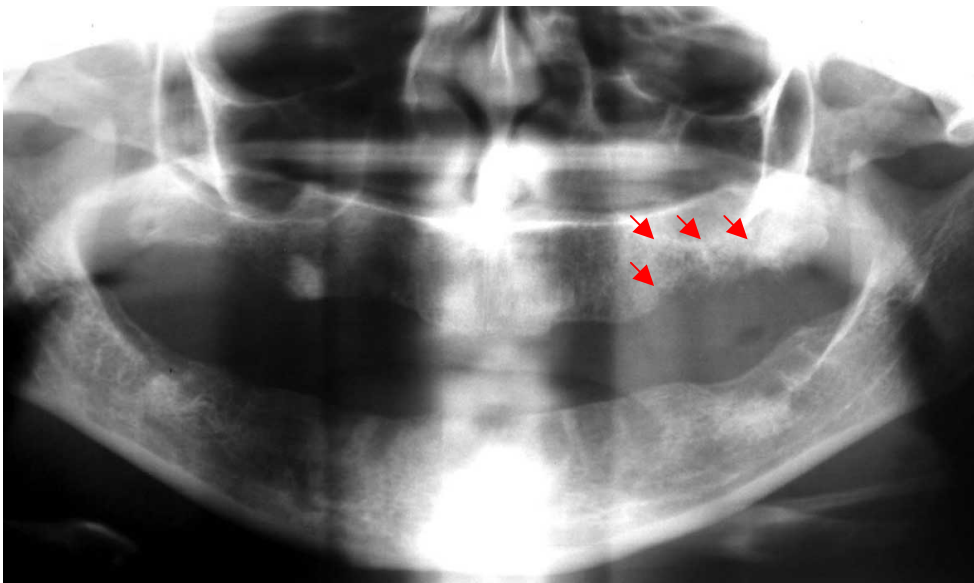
Radiografia panorâmica evidenciando reabsorção óssea de limites mal-definidos em crista alveolar posterior esquerda (setas vermelhas).
